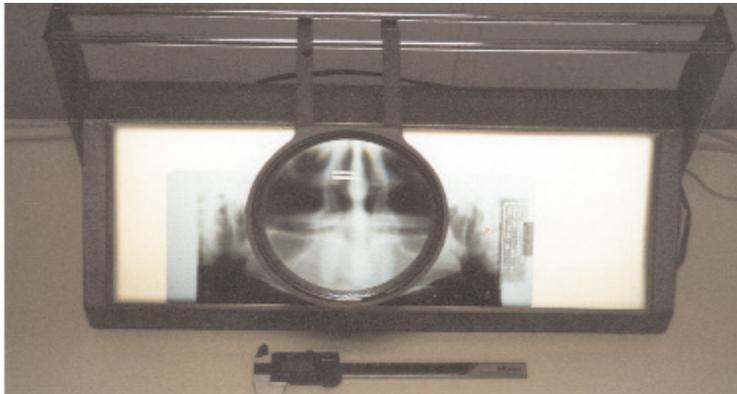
Negatoscópio MB e paquímetro digital Mitutoyo 150 mm, utilizados para mensuração das distâncias anatômicas, nas radiografias (grupo 1)
